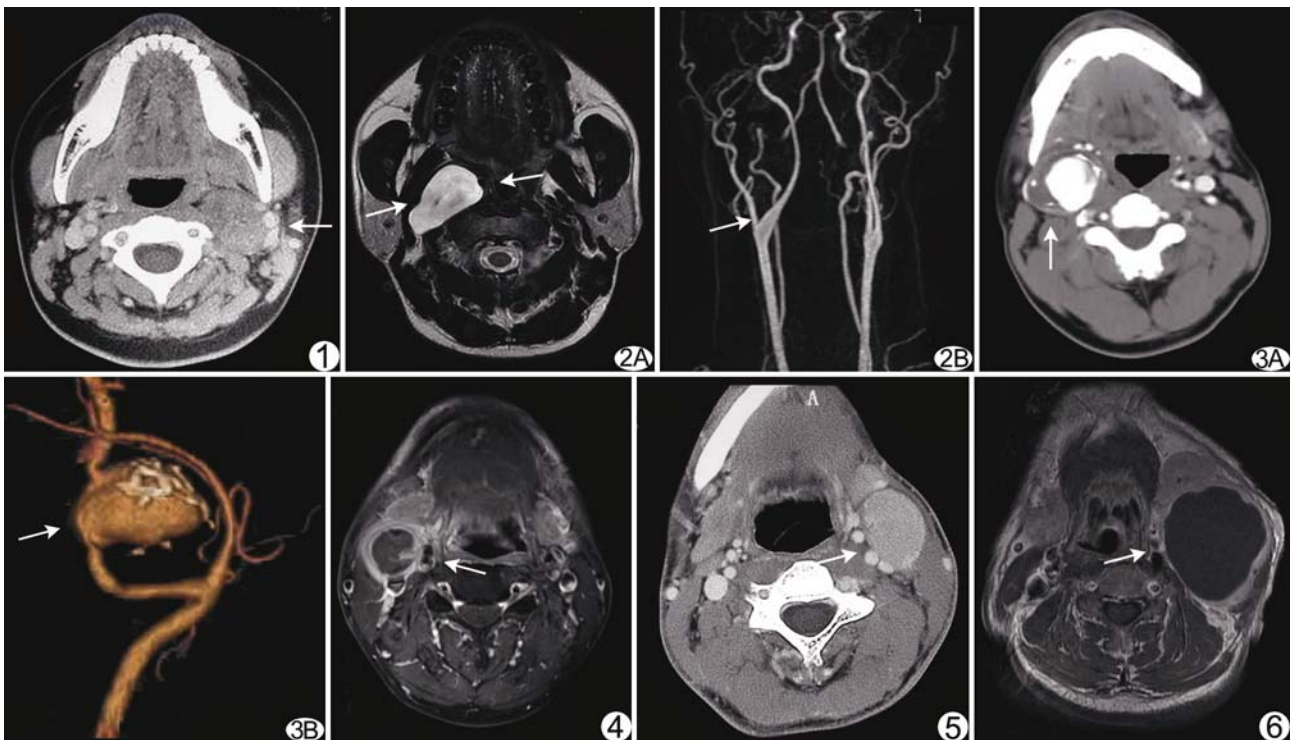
左颈神经纤维瘤 强化不均匀,血管受压外移(箭) 图 2 右颈动脉体瘤 A. T2WI 呈高信号,颈内外动脉分离移位,镶嵌于肿瘤的前后缘(箭); B. MRA 颈动脉分叉角度增大(箭) 图 3 右颈内动脉瘤 A. 肿瘤血管样强化,内见附壁血栓(箭); B. CT 血管重建示颈内动脉瘤样增粗(箭),表面钙化,颈动脉分叉角度增大 图 4 右颈转移性鼻咽癌 中央坏死,界限不清伴结外侵犯,环形强化,血管受压内移(箭) 图 5 左颈 Castleman 病 强化明显,血管受压内移(箭) 图 6 左颈腮裂囊肿合并感染 囊壁增厚并环形强化,血管受压内移(箭)
